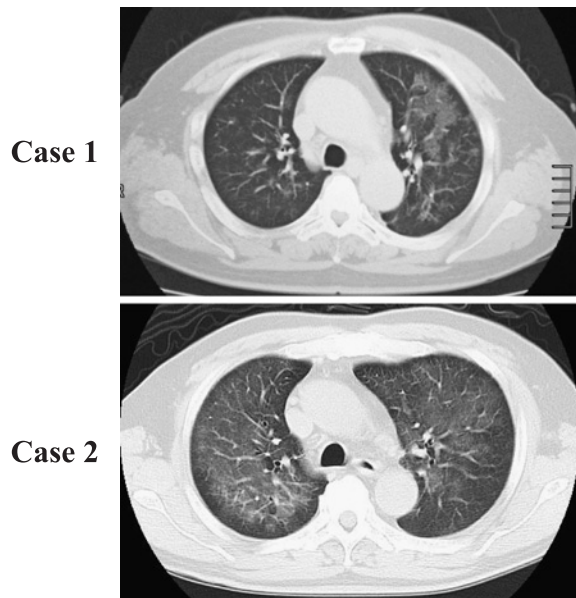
Chest CT findings on the first hospital day (Case 1 and Case 2)
